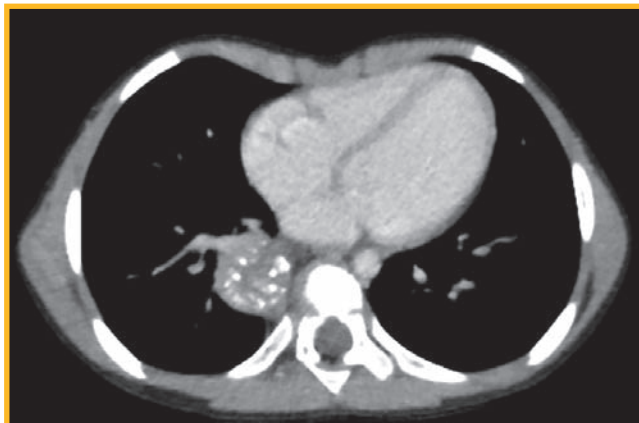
Компьютерная томография органов грудной клетки с контрастированием от 22.05.24
